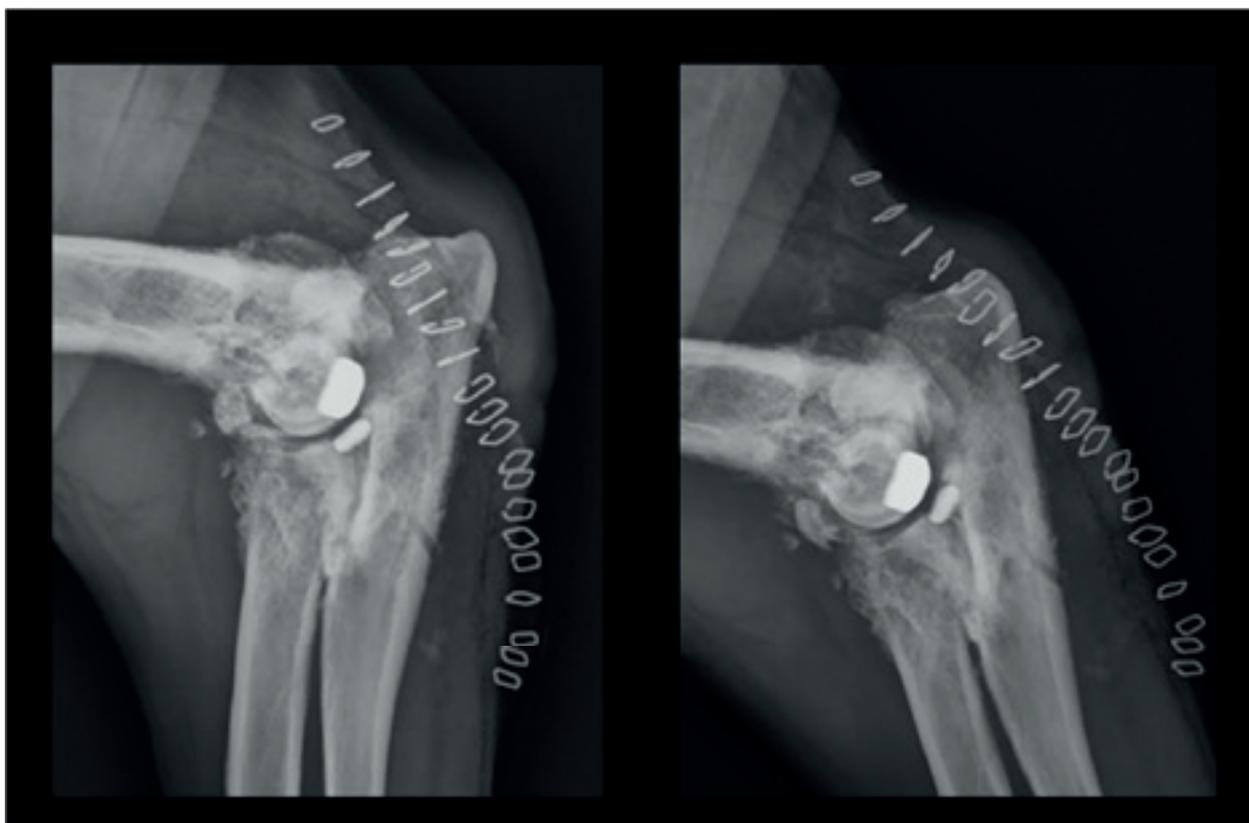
Radiografías mediolaterales de CUE en flexión y extensión para comprobar el contacto entre implantes en extensión y flexión.
